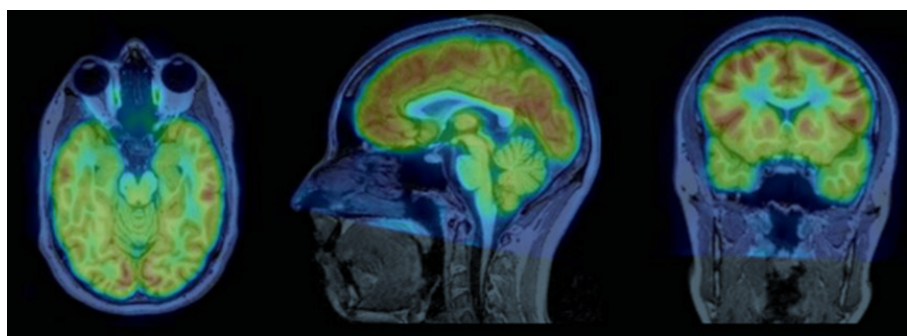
Fusión de las imágenes PET y RM de un sujeto sano.
